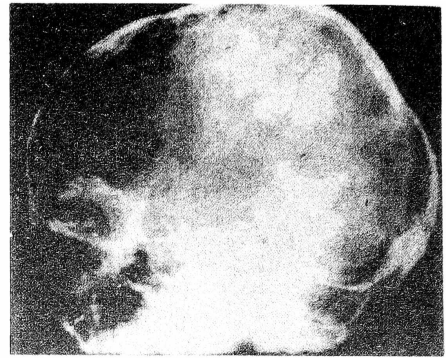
Рентгенограмма черепа в правой боковой проекции больного С., 25 лет, страдающего гипертензионно-гидроцефальным синдромом, обусловленным краниофарингиомой. Отмечается усиление рисунка паллиевых выделений. Источение диллоз. Вторичные изменения турецкого седла в виде порозности верхних его деталей с расширением переднезаднего размера
